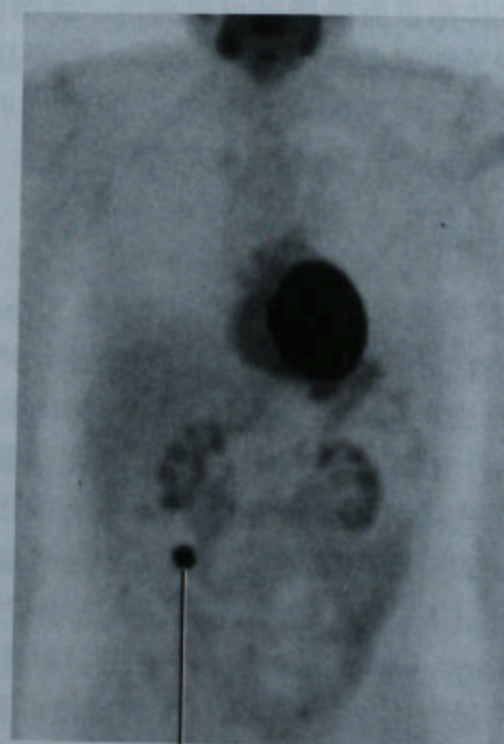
结肠与肾集合系统生理性摄取的PET冠状位图像
